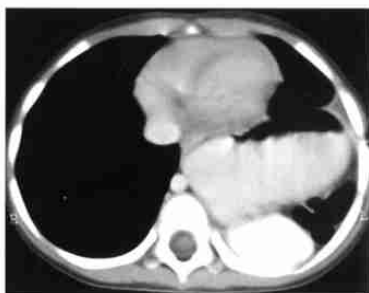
左侧膈膨升。CT增强示左膈中后部向上隆起，上抬的腹部脏器包括脾、肾和结肠脾曲。
